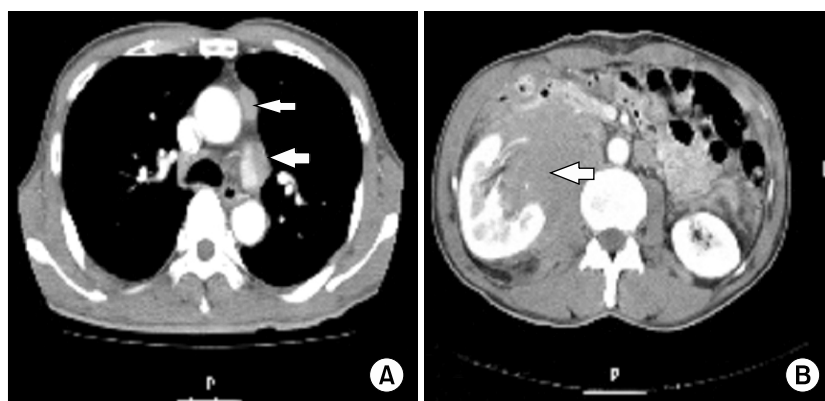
A chest CT shows enlarged lymph nodes in para-aortic and left hilar area (A: arrows). and a abdomen CT shows metastatic lymph nodes in right renal hilar and right para-aortic area (B: arrow).
